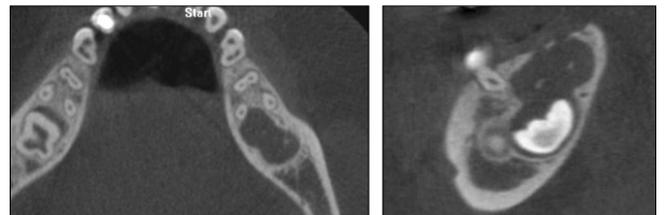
CT view before treatment shows well defined radiolucent lesion with internal radiopaque foci.
